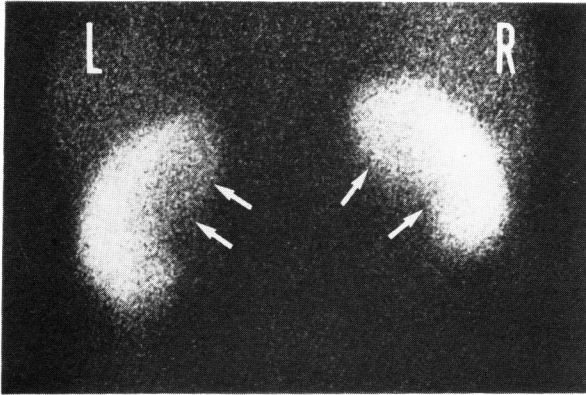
Lateral displacement of the right kidney (R) and decreased DMSA uptakes in the inner margin of the kidneys (arrows) on ^{99m}Tc -DMSA renal scintigram
